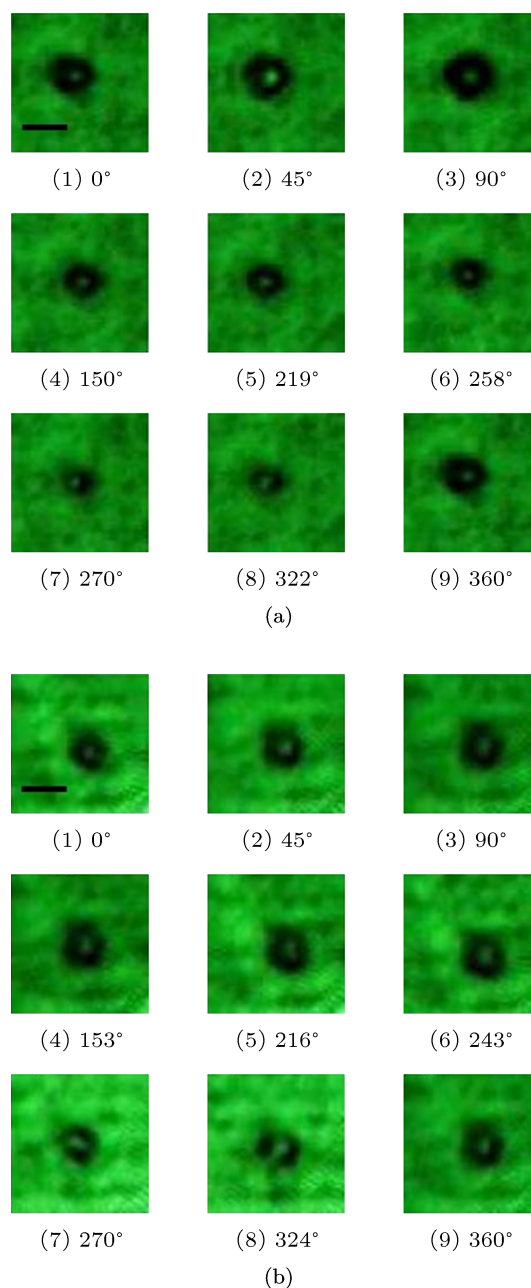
不同相位的微泡图像 (a) 和 (b) 分别在频率为 0.478 和 1.043 MHz 的超声场中拍摄
